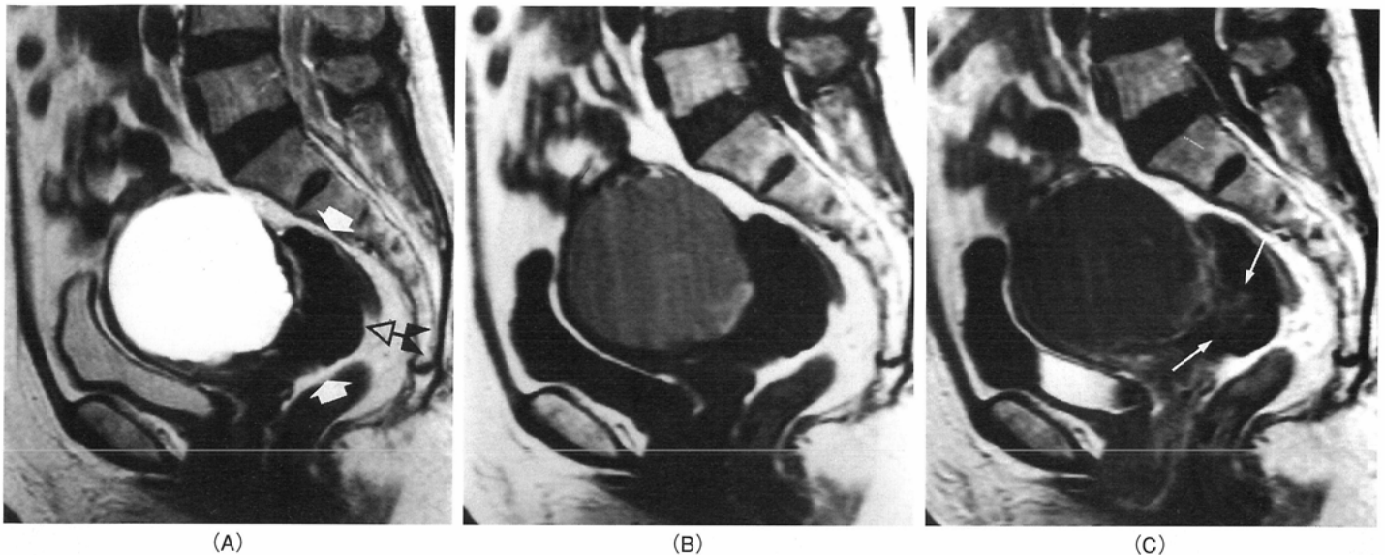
66-year-old woman with Brenner tumor with metaplastic mucinous cystadenoma. There is a mass with a large cyst and a solid component that shows extremely low intensity on T2WI (A, arrows). As the signal intensity of the cystic part is slightly high on T1-weighted image (B, T1WI), it is likely to be a mucinous cystadenocarcinoma. However, the solid component is enhanced only weakly (C, arrows). Such feature indicates that the solid part contains rich fibrous component and is compatible to MR characteristics of Brenner tumors, which commonly coexists with mucinous tumors.
